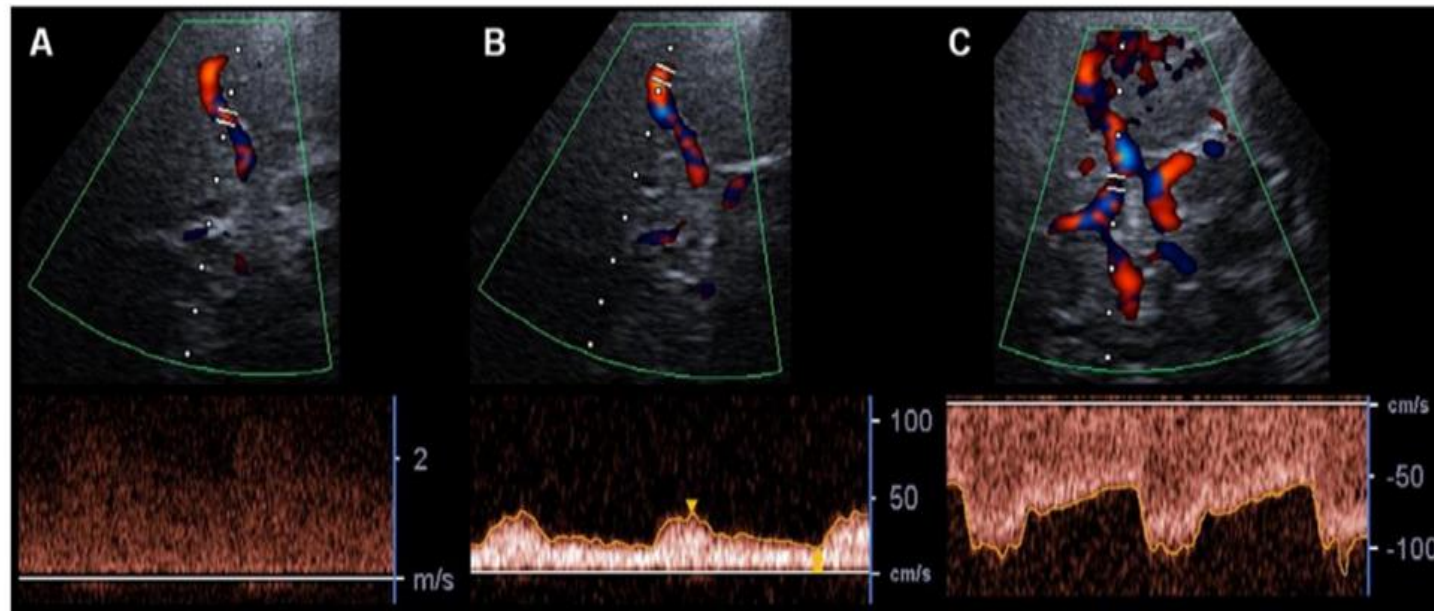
Transcranial color-coded duplex sonography criteria for severe ISs. Right-sided insonation of M1-MCA segment in the axial midbrain plane reveals turbulent flow and increased peak systolic flow velocity ≥ 220 cm/s (a). Post-stenotic flow pattern is observed in the ipsilateral, distal MCA, suggesting severe-grade IS (b). Increase in ipsilateral peak systolic flow velocity in the A1-ACA segment (right A1-ACA: 115 cm/s; left (unaffected) A1-ACA: 60 cm/s, not shown) indicates collateral flow (c). ACA = anterior cerebral artery; IS = intracranial stenosis; MCA = middle cerebral artery.
